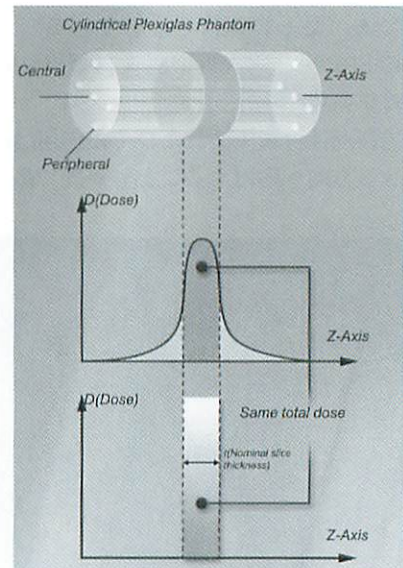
CTDI (computed tomography dose index) の考え方
